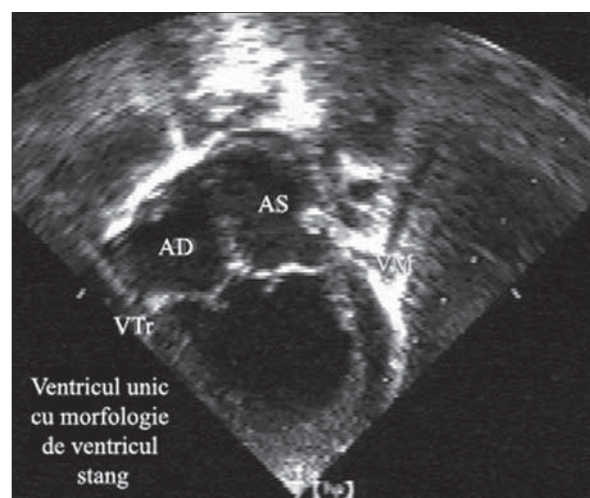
Secțiune apical 4 camere. Ventricul unic. Tip ventricul stâng cu dublă cale de intrare.
